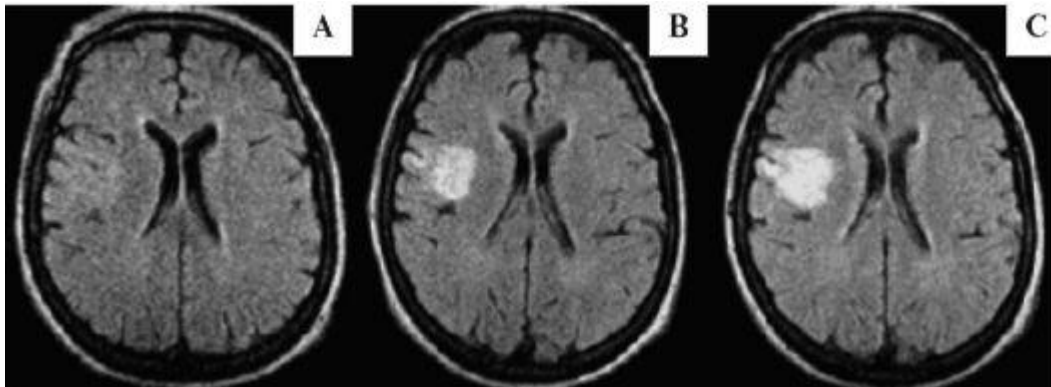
МРТ пациента, перенесшего ишемический инсульт в правом полушарии головного мозга.
